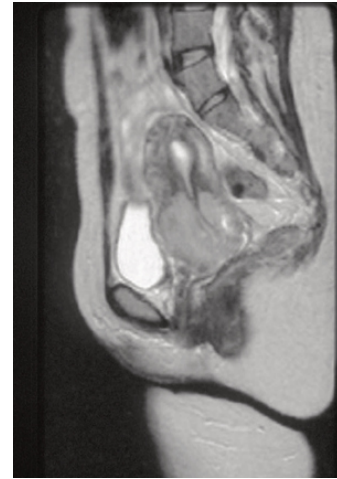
Imagen de resonancia nuclear magnética en paciente con cáncer de cérvix voluminoso.
